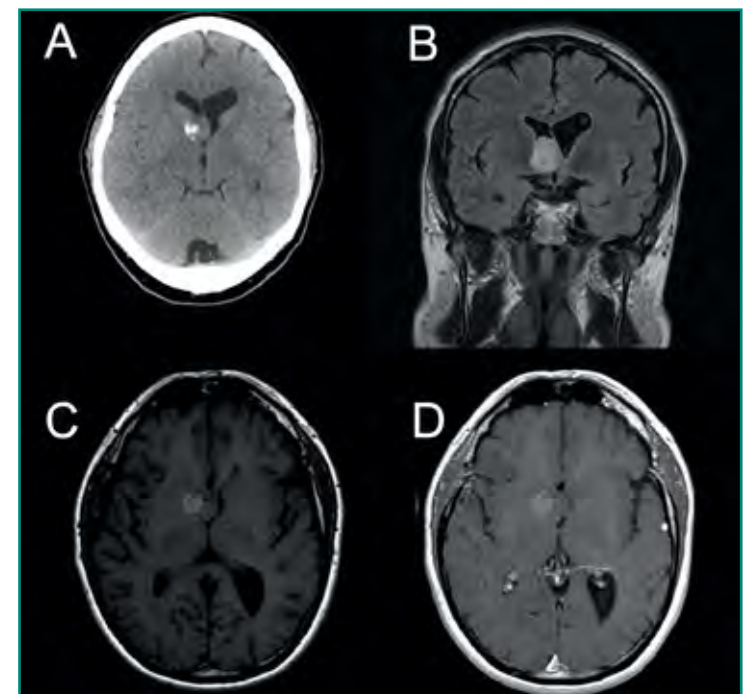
Astrocitoma subependimario de células gigantes. A: TC sin contraste i.v. Lesión expansiva intraventricular frontal derecha, adyacente al foramen de Monro. Muestra márgenes delimitados y calcificación parcial; B, C y D: imágenes de RM. Secuencia FLAIR coronal, axial T1 sin contraste y axial T1 con contraste i.v. Lesión circunscrita sin realce tras la administración de contraste i.v.
